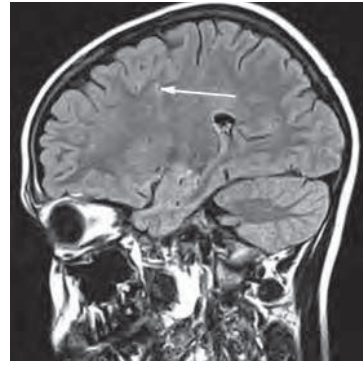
Болезнь Мойя-Мойя. Тот же пациент через год. Магнитно-резонансная томограмма. FLAIR ИП, сагиттальная плоскость. Появившаяся постишемическая киста в белом веществе правой лобной доли
